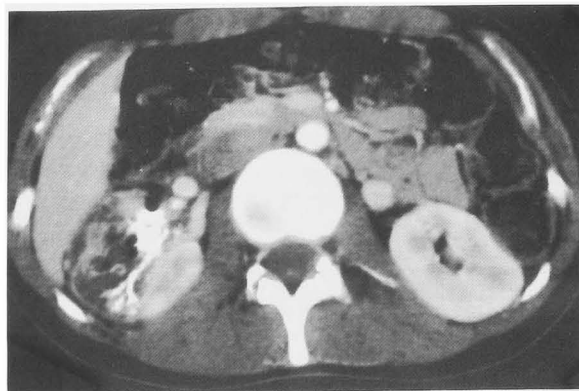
Post-embolization CT. Low density area is noted at the right kidney indicating focal infarction.
